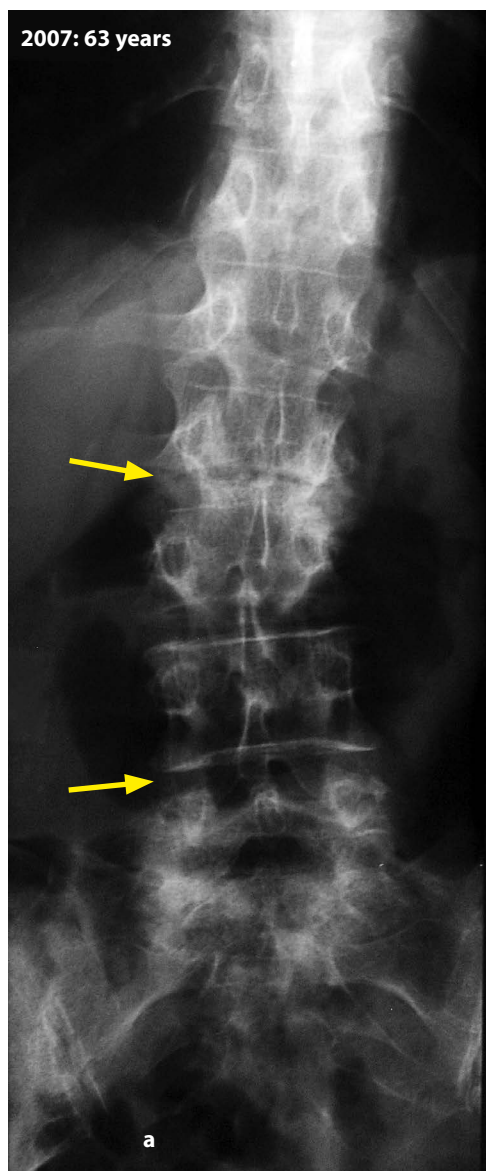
X-ray images of the thoracic, lumbar, and sacral spine. Progression of spondylosis – arrows (L1/L2, L2/L3, L4/L5, L5/S1) and lordoscoliosis from 63 to 71 years of age.
